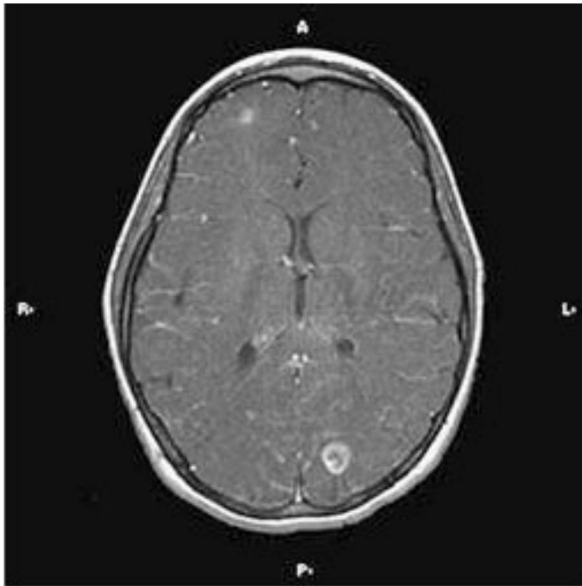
1 Imagen de resonancia magnética cerebral de una niña de 12 años con una cardiopatía congénita, endocarditis subaguda y absceso cerebral. La paciente presentó fiebre, cefaleas y diplopía.
